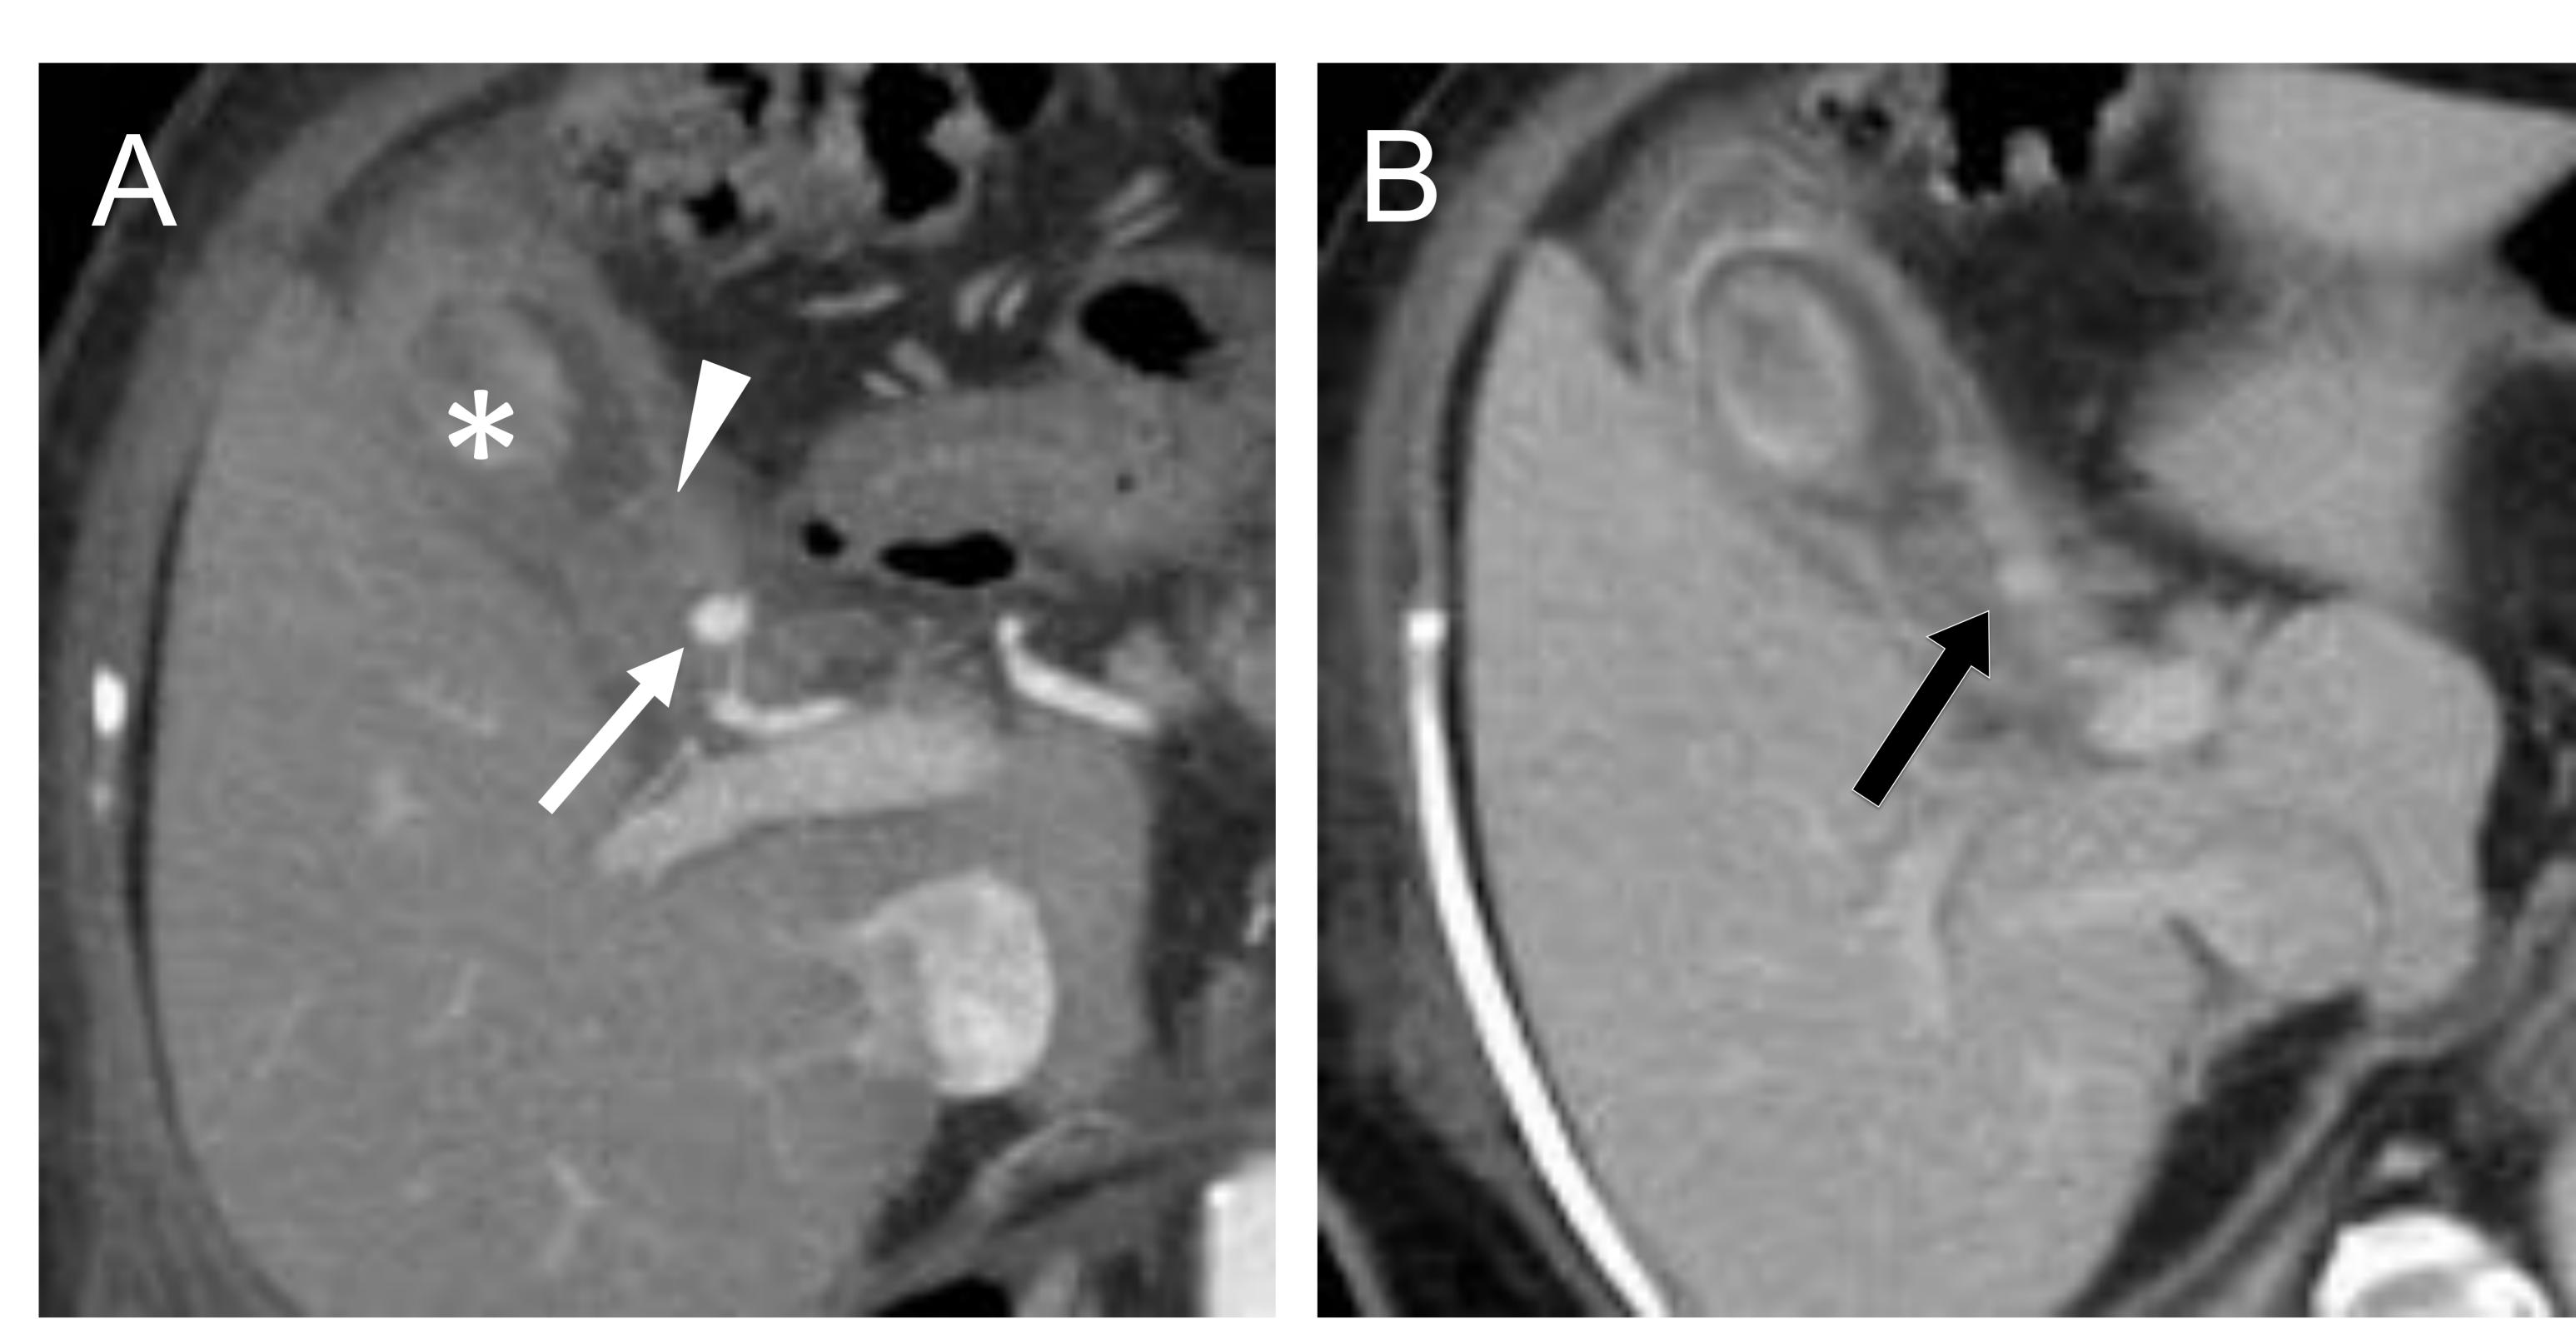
TC con CIV de mujer de 75 años que presenta dolor abdominal agudo. Como antecedente toma ácido acetil salicílico. A. Reconstrucción MIP axial en fase arterial que muestra una imagen de adición dependiente de la arteria cística (flecha blanca en A) que persiste de similar morfología en la fase venosa (flecha negra en B) en relación con pseudoaneurisma. Se muestra también una gran litiasis en el fundus vesicular (*) con contenido denso intravesicular (punta de flecha) y cambios inflamatorios de la grasa perivesicular. La cirugía confirmó colecistitis hemorrágica sin signos de hemoperitoneo.
